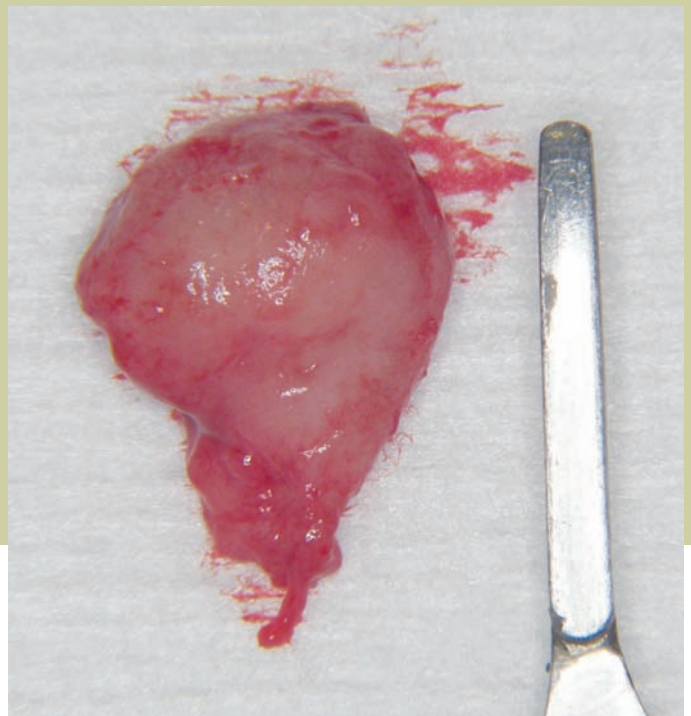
Imagen tras la extirpación de la lesión periapical.
